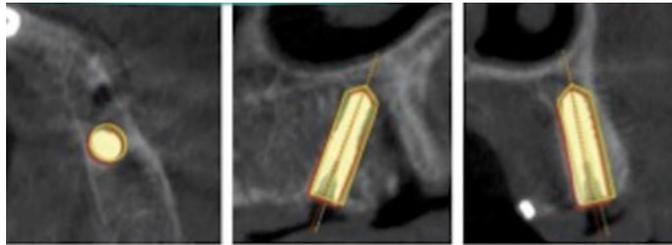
Superposición del CBCT preoperatorio con la planificación del implante y el CBCT postoperatorio con la posición final del implante para verificar la precisión.
